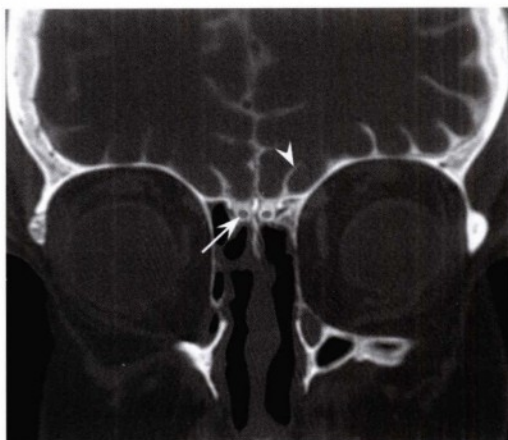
冠状位脑池造影CT扫描，显示蛛网膜下腔内的双侧对称的嗅球（长箭头）及嗅沟（无尾箭头）的正常形态。
